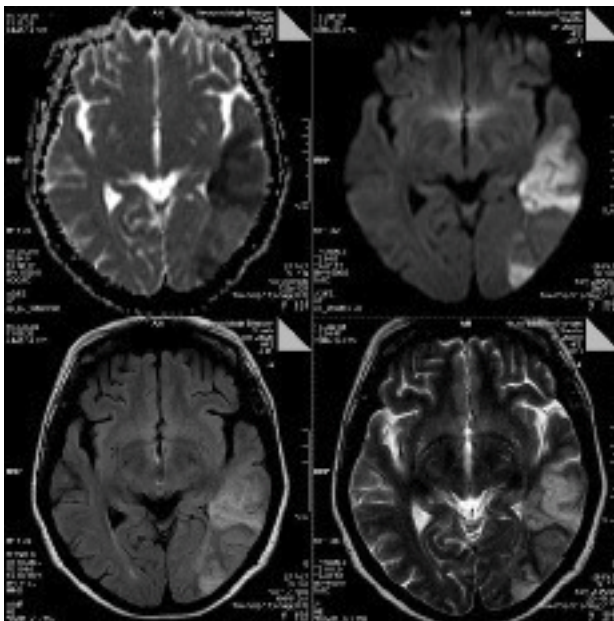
· Media-Teilinfarkt links. Oben: ADC-map (li) und DWI (re); unten: T2w-FLAIR axial (li) und T2w-TSE axial (re)
